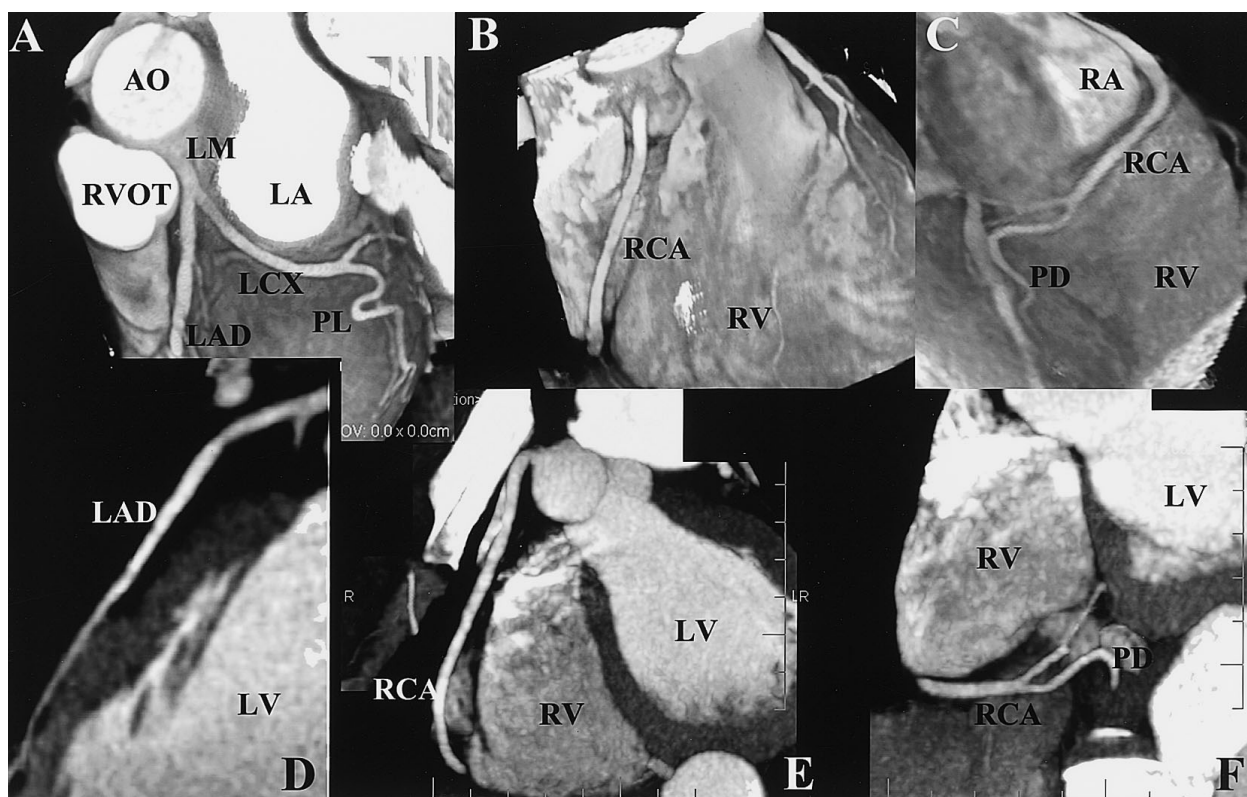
Representative good quality multislice computed tomography images of the coronary arteries
